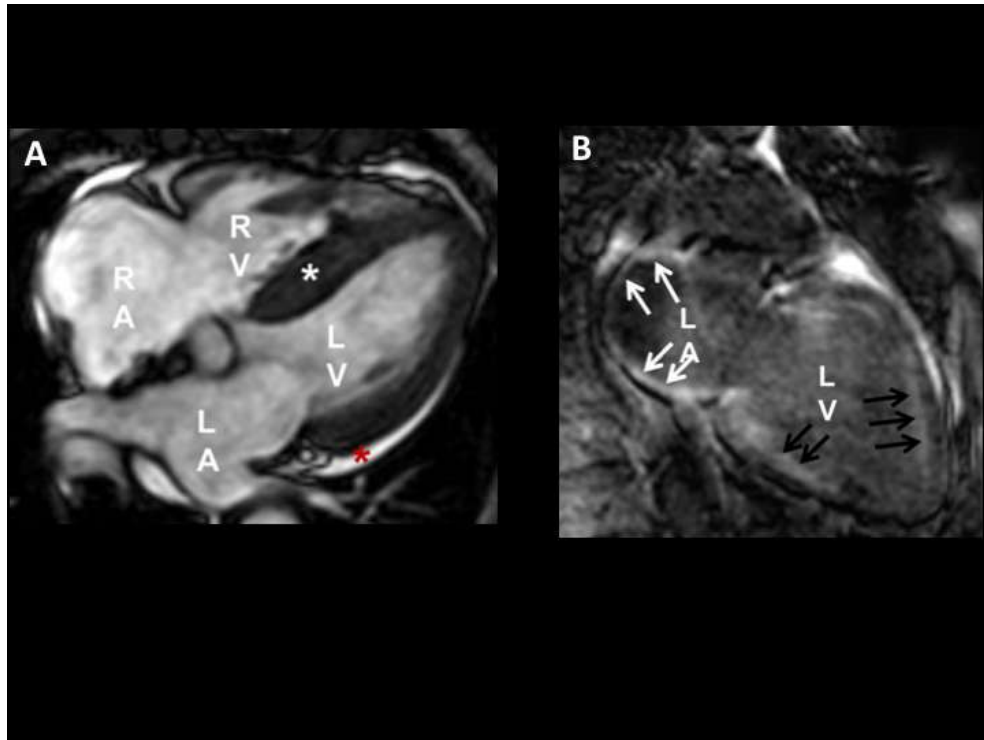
Resonancia magnética cardíaca en amiloidosis. A) 4 cámaras que muestra hipertrofia septal marcada (* blanco). * Rojo muestra derrame pericárdico. B) 2 cámaras que muestra realce tardío de gadolinio en la pared auricular (flechas blancas). Las flechas negras muestran retención subendocárdica difusa de gadolinio, en un patrón no coronario. AV= válvula aórtica. LA= aurícula izquierda. LV= ventrículo izquierdo. RA= aurícula derecha. RV= ventrículo derecho. Adaptado de referencia (41).
